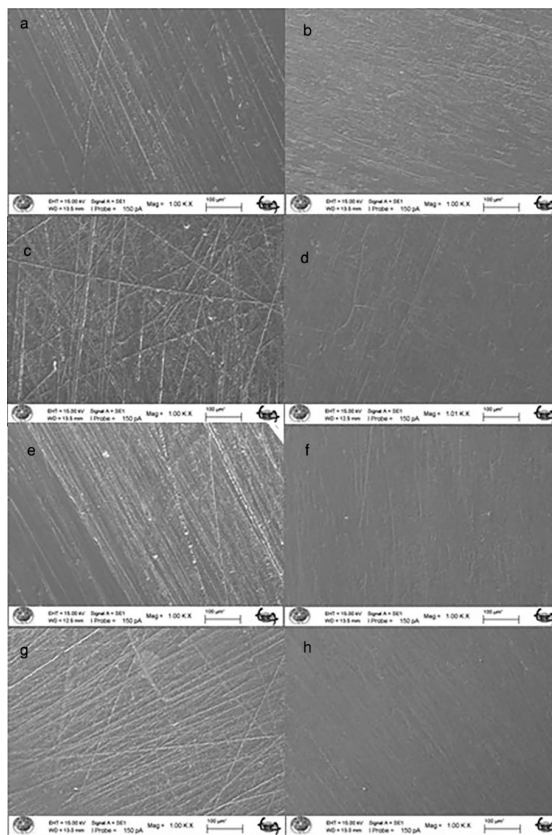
SEM images of tested material groups after toothbrushing ($\times 1000$ magnification): a. Polished TC group, b. Sealed TC group, c. Polished IM group, d. Sealed IM group, e. Polished AC group, f. Sealed AC group, g. Polished CB group, h. Sealed CB group
